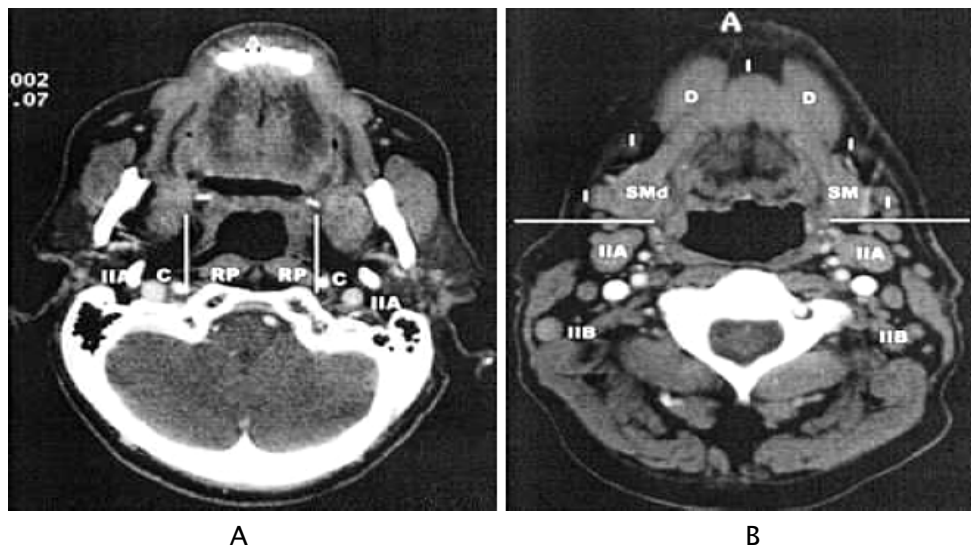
Coupes TDM avec injection de produit de contraste [9].
